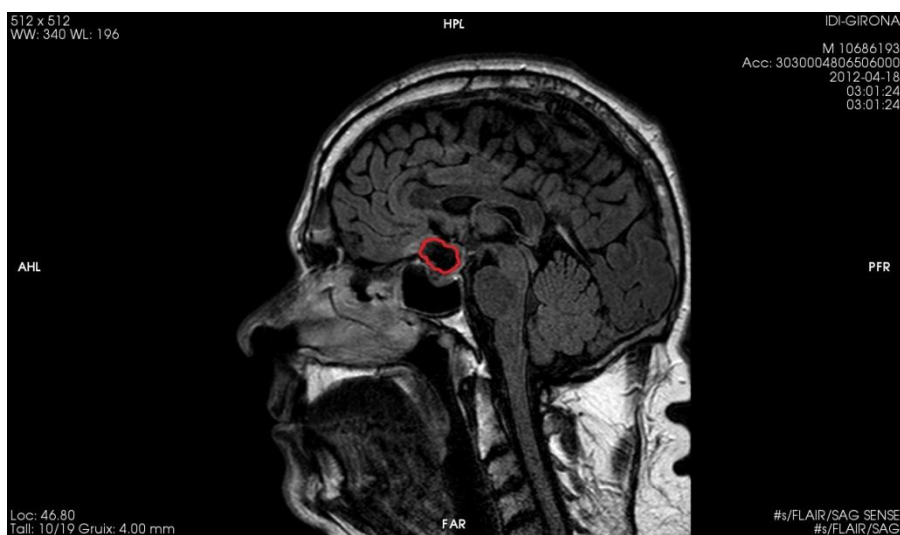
RM del 18 d'abril de 2012.
